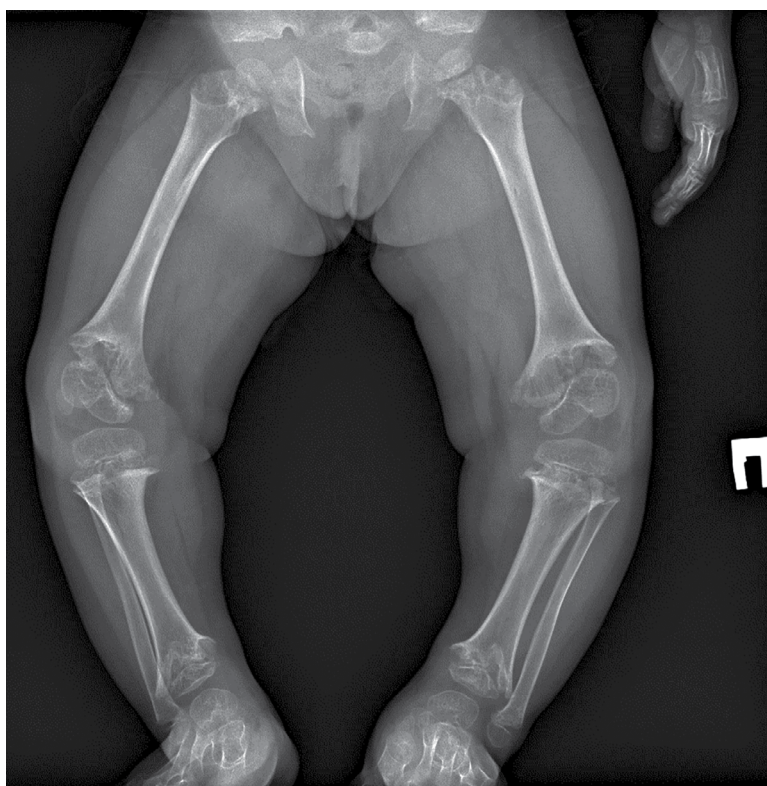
Рентгенография коленного и тазобедренного суставов в прямой проекции.
